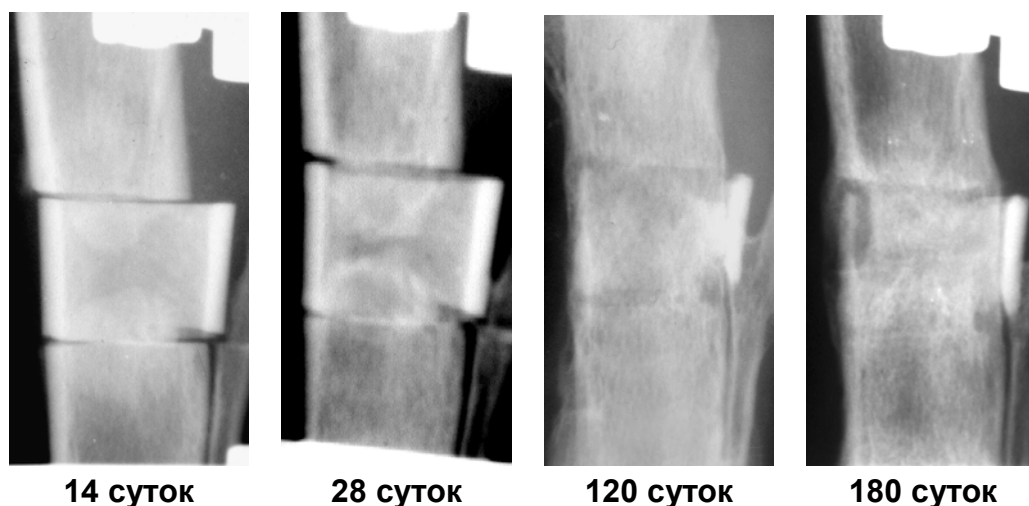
Рентгенограммы на этапах эксперимента.
